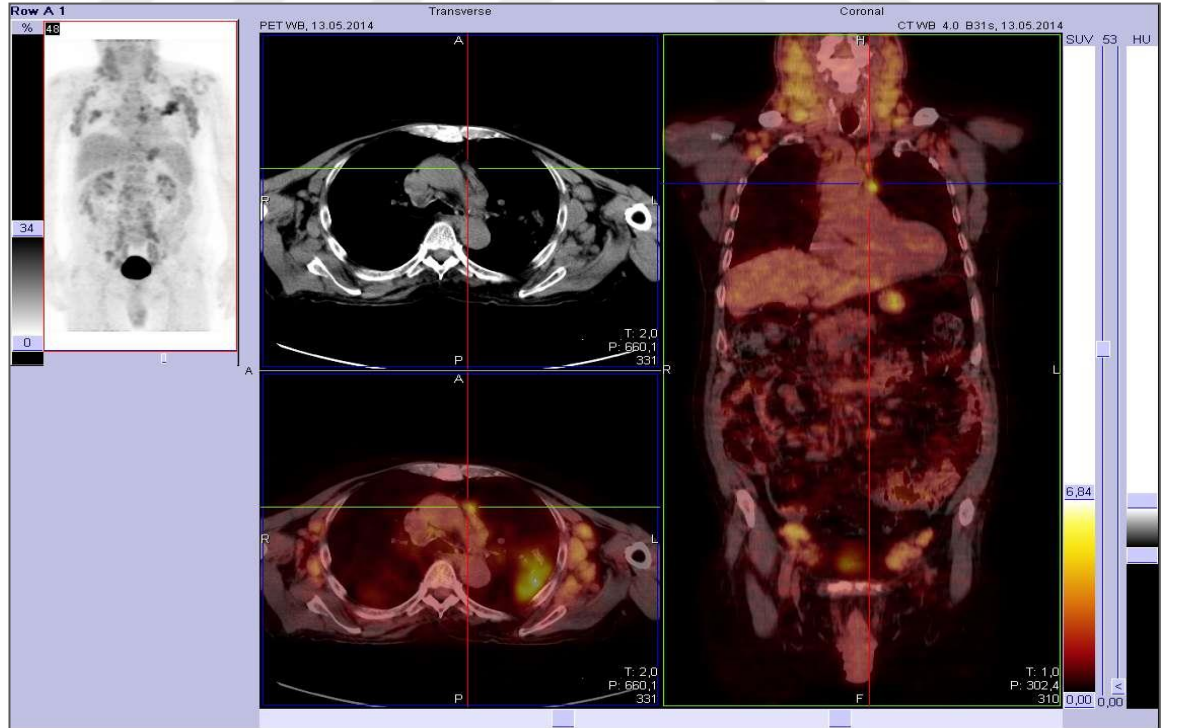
Folliküler Lenfoma PET/CT görüntüsü
